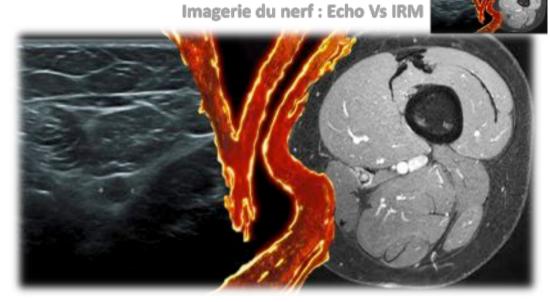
Imagerie du nerf : Echo Vs IRM ?
